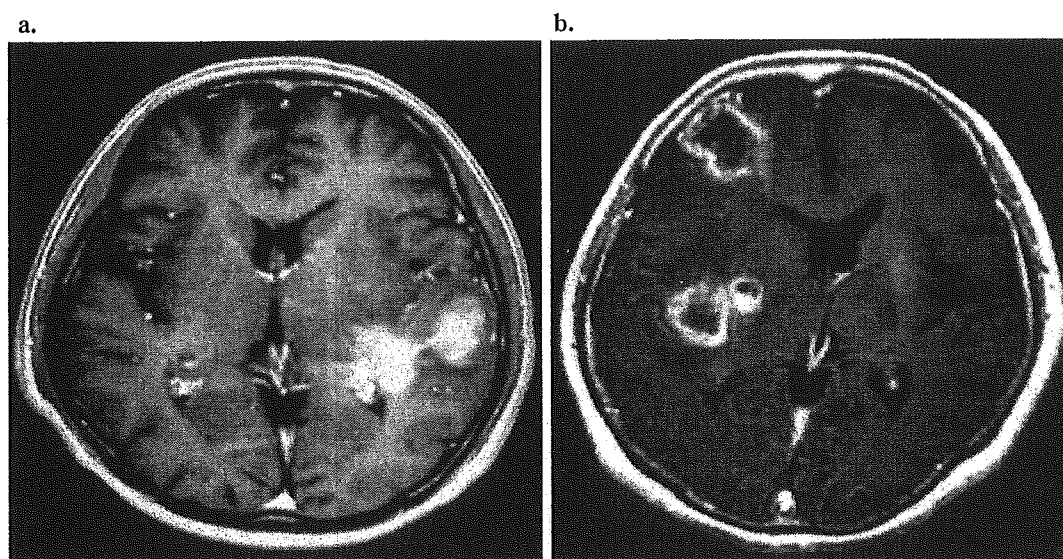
脳転移と鑑別の困難な多発性病変の MRI 像
